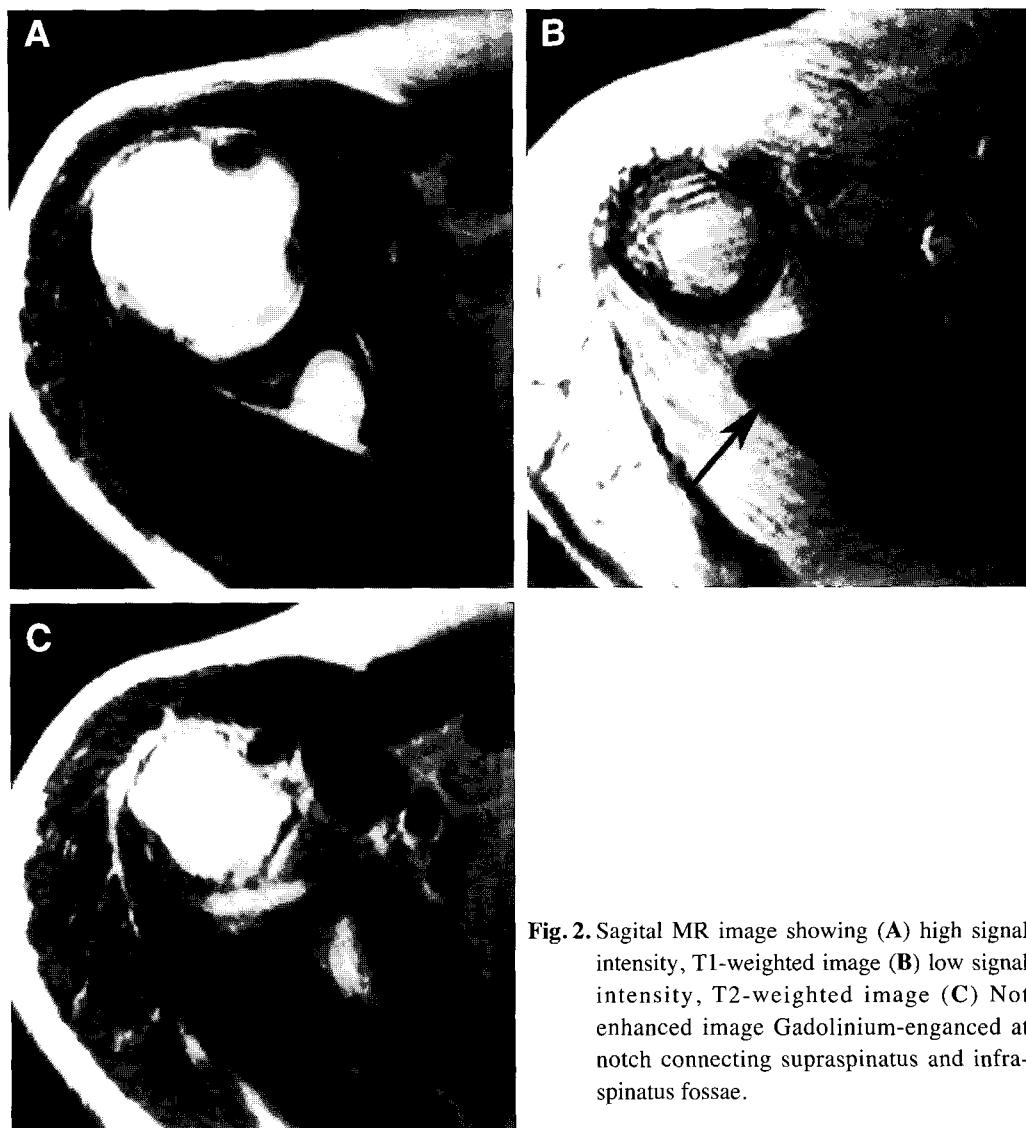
Sagittal MR image showing (A) high signal intensity, T1-weighted image (B) low signal intensity, T2-weighted image (C) Not enhanced image Gadolinium-enganced at notch connecting supraspinatus and infraspinatus fossae.
